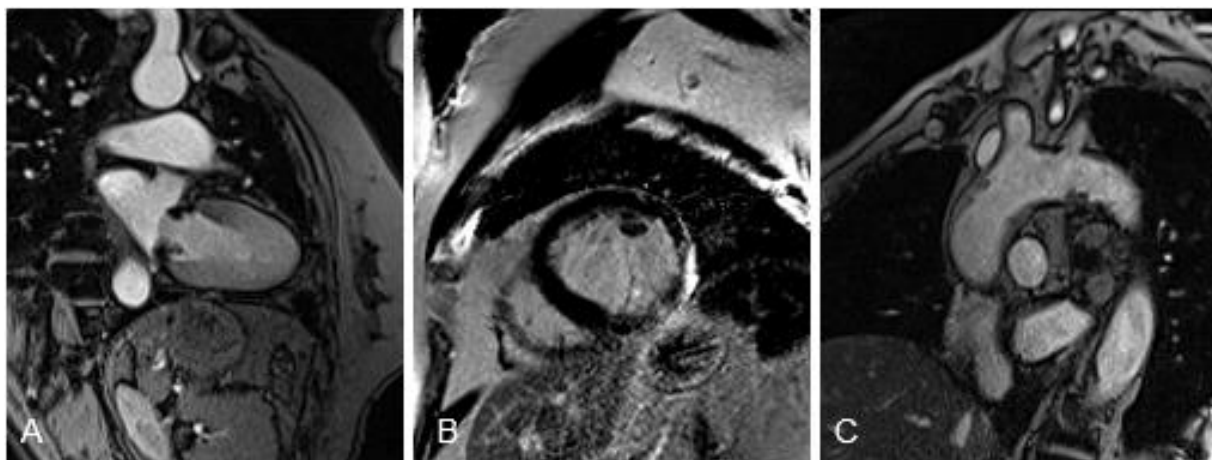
Bilder der kardiovaskulären MRT A) Mitralklappenvegetation, Zweikammerblick, CINE-SSFP-Sequenz; B) Late-Gadolinium-Enhancement, Kurze-Achse, T1-gewichtete Gradienten-Echo-Inversion Recovery Sequenz ca. 10 Minuten nach Gadubutrol Gabe; C) Aortenplaque, sagittale Achse, CINE-SSFP-Sequenz.
